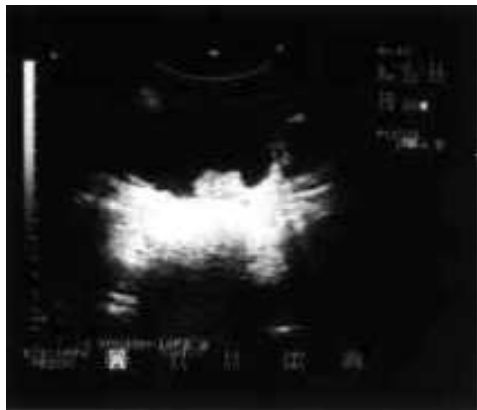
les lésions échographiques dans la bilharziose urinaire [5].
